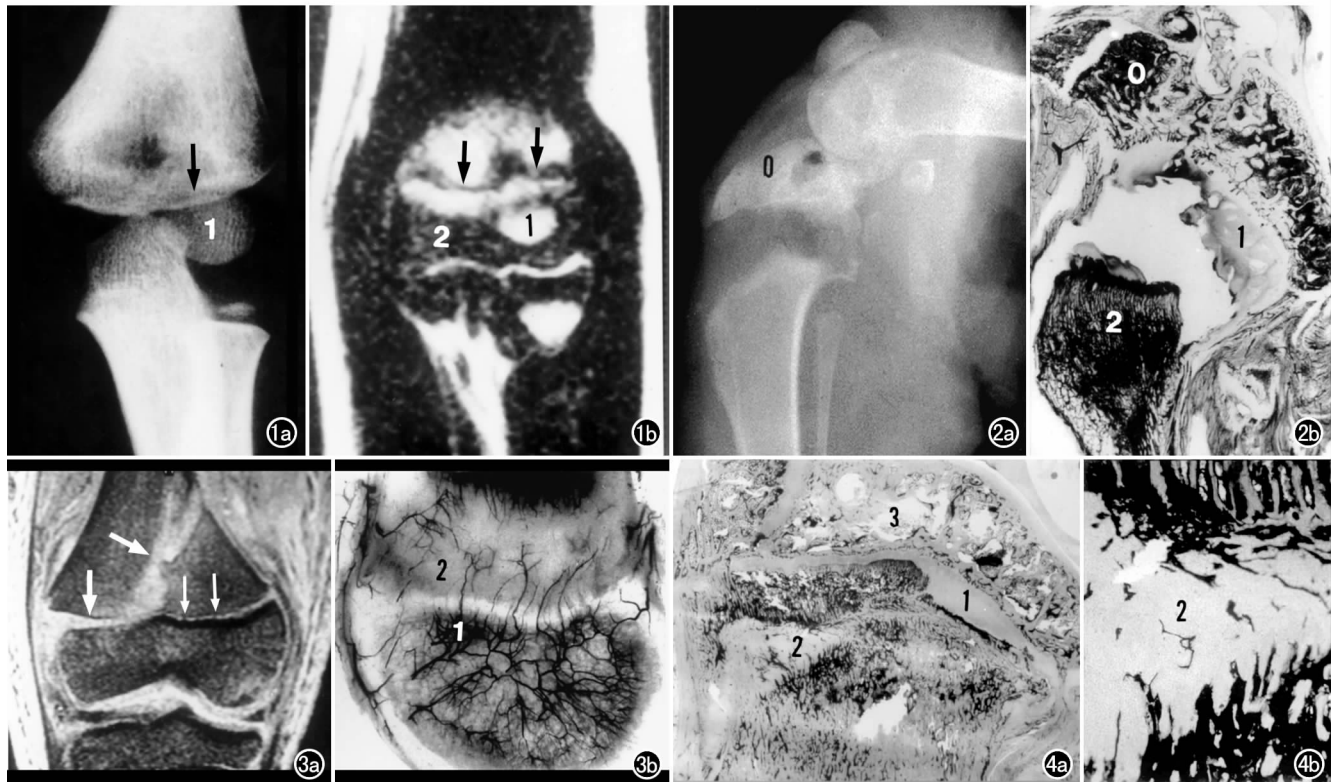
第1型,全骺分离(肘外伤)。a) 平片示肱骨远侧干骺端先期钙化带下横行骨折线(箭); b) MRI 冠状面 T_2WI 示同一部位先期钙化带下有横行低信号线(箭)与骺软骨间有高信号带(为骨折出血),肱骨小头骨骺(1)和骺软骨(2)无异常。
